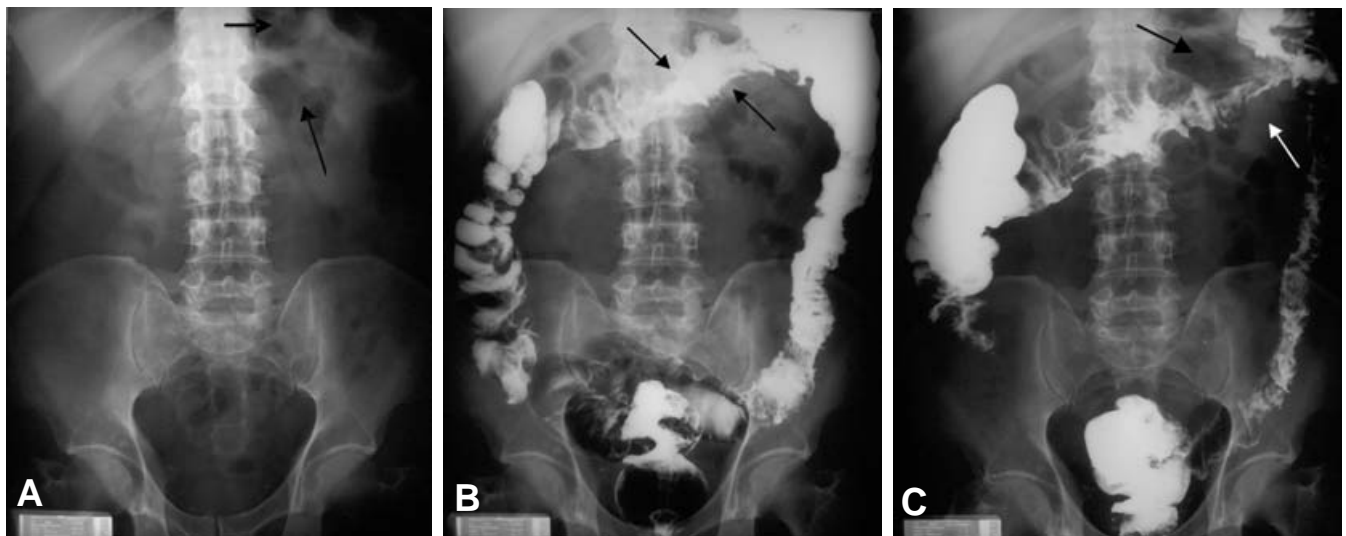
Colon por enema de bario. (A) Radiografía simple de abdomen que muestra disminución en la luz del colon (flechas); (B) imagen en “manzana mordida” en el colon transverso la cual persiste en la imagen C (flechas).
